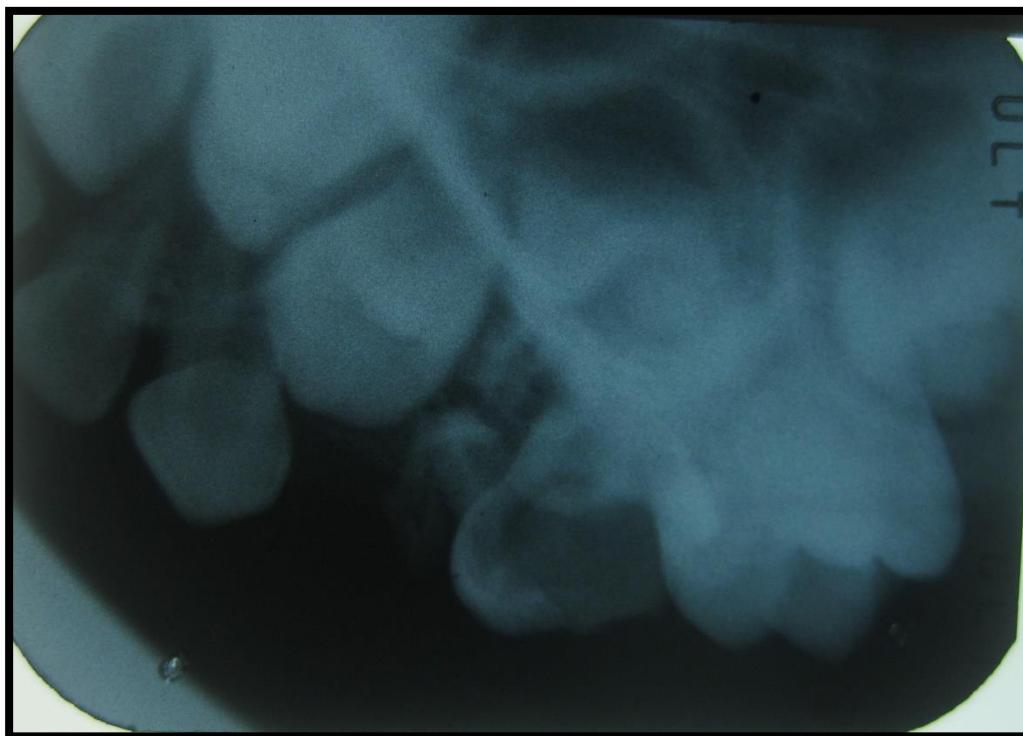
Radiografía Periapical Piezas 64 Y 65.
